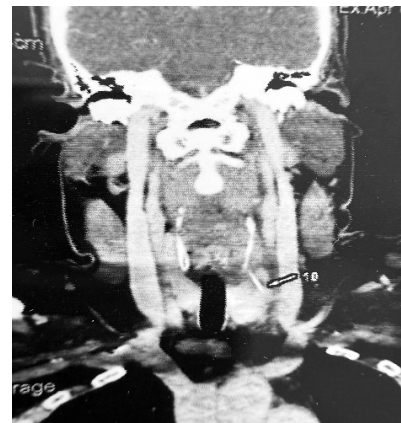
Стороннє тіло на КТ (коронарна проекція)
